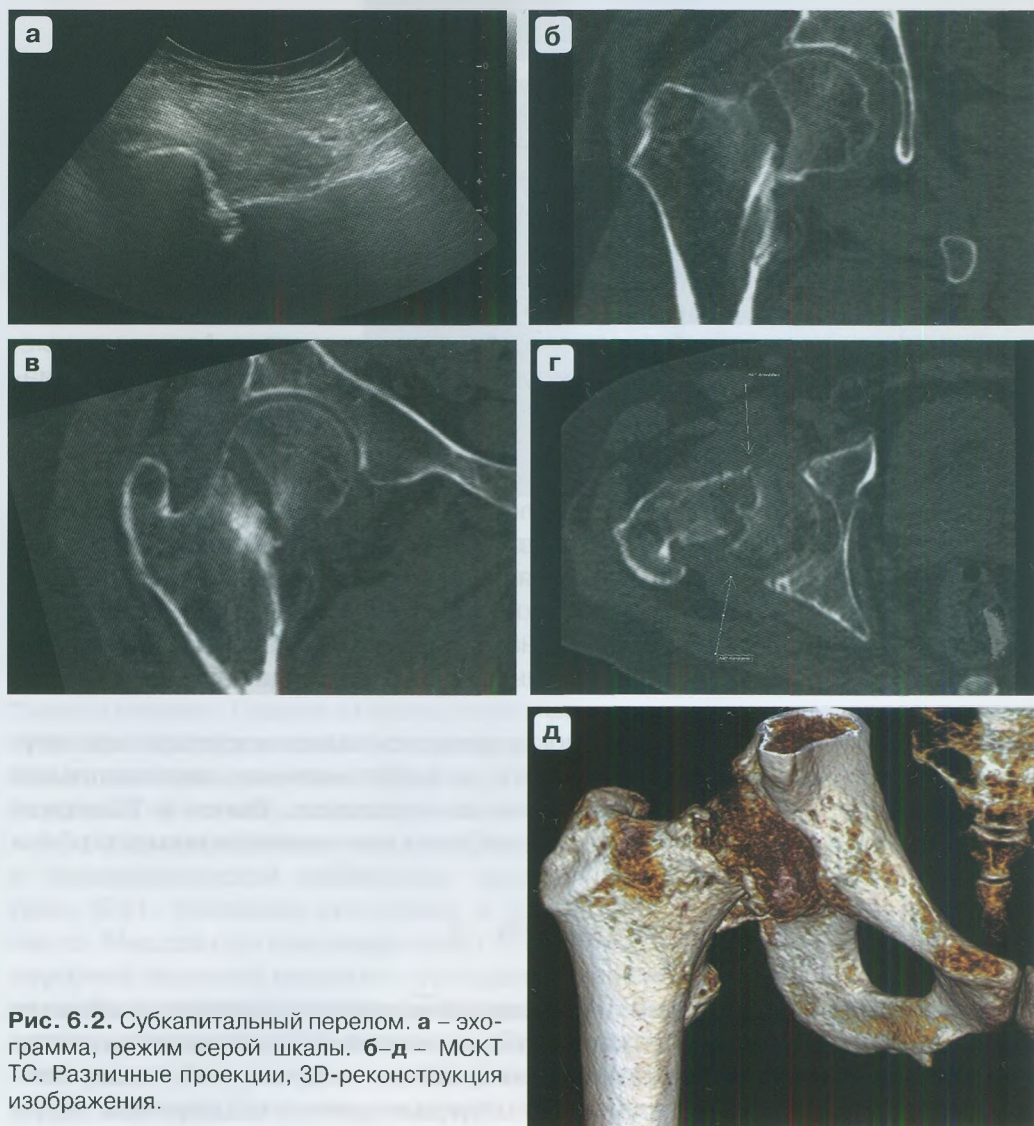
Субкапитальный перелом. а – эхограмма, режим серой шкалы. б–д – МСКТ ТС. Различные проекции, 3D-реконструкция изображения.
